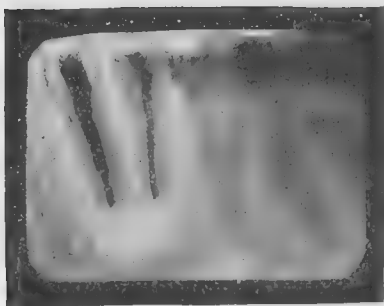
Radiographie de la même lésion après résection.
